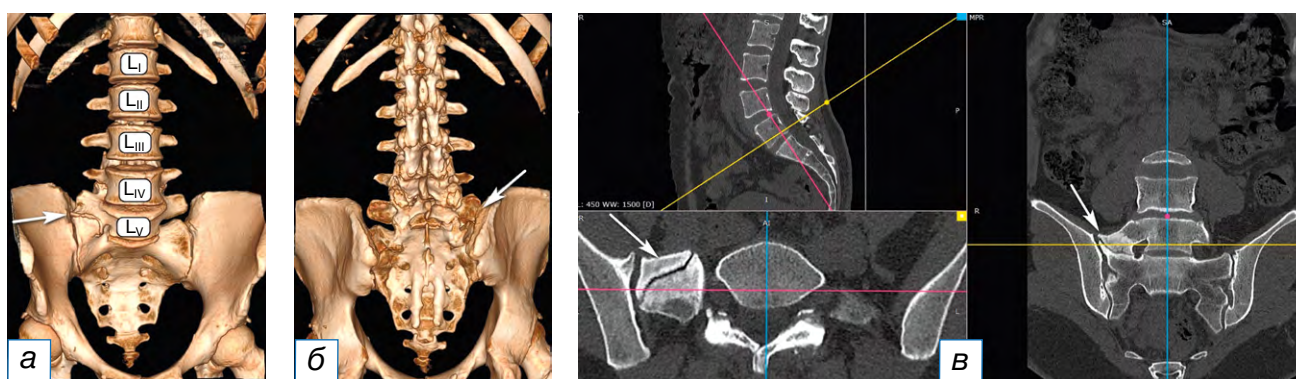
Сакрализация по результатам мультиспиральной компьютерной томографии: 3D-МСКТ, передняя проекция (а); 3D-МСКТ, задняя проекция (б); МСКТ-реконструкция с полипроекционным сканом (в). На уровне L_5 позвонка определяется аномалия пояснично-крестцового перехода по типу асимметричной правосторонней сакрализации позвонка L_5 с формированием неоартроза между массивным поперечным отростком и боковой массой крестца (белые стрелки). Тело позвонка L_5 смещено вентрально на 0,45 см (антеспондилолистез I степени). Спондилоартроз L_5-L_6 III степени по D. Weishaupt [14]. Сакрализация L_5 позвонка, тип IIa по A.E. Castellvi [15].
